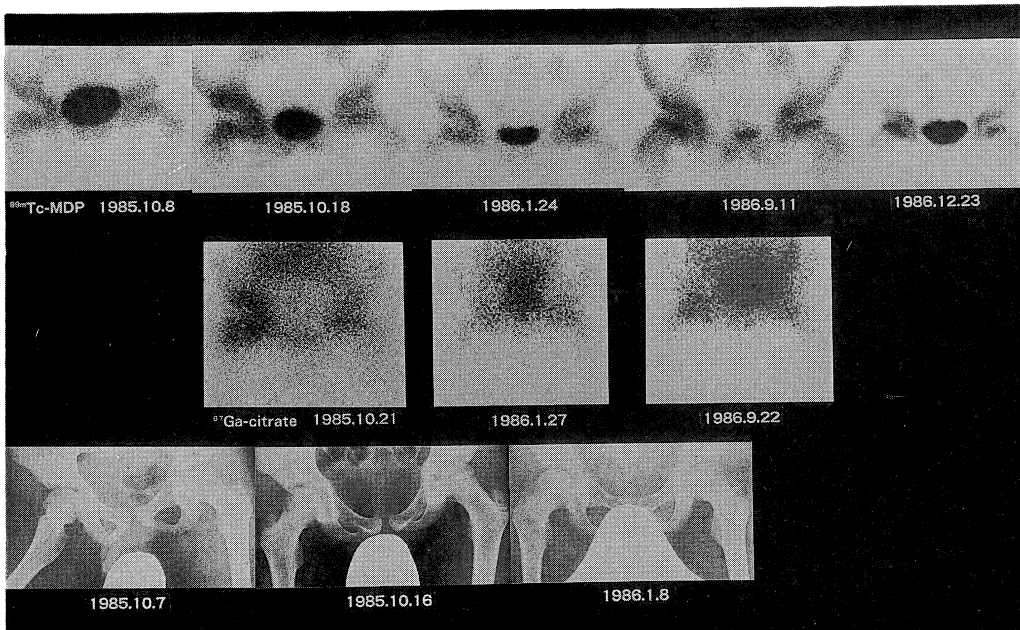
Bone and ⁶⁷Ga scintigram, and roentgenogram in Case 3
